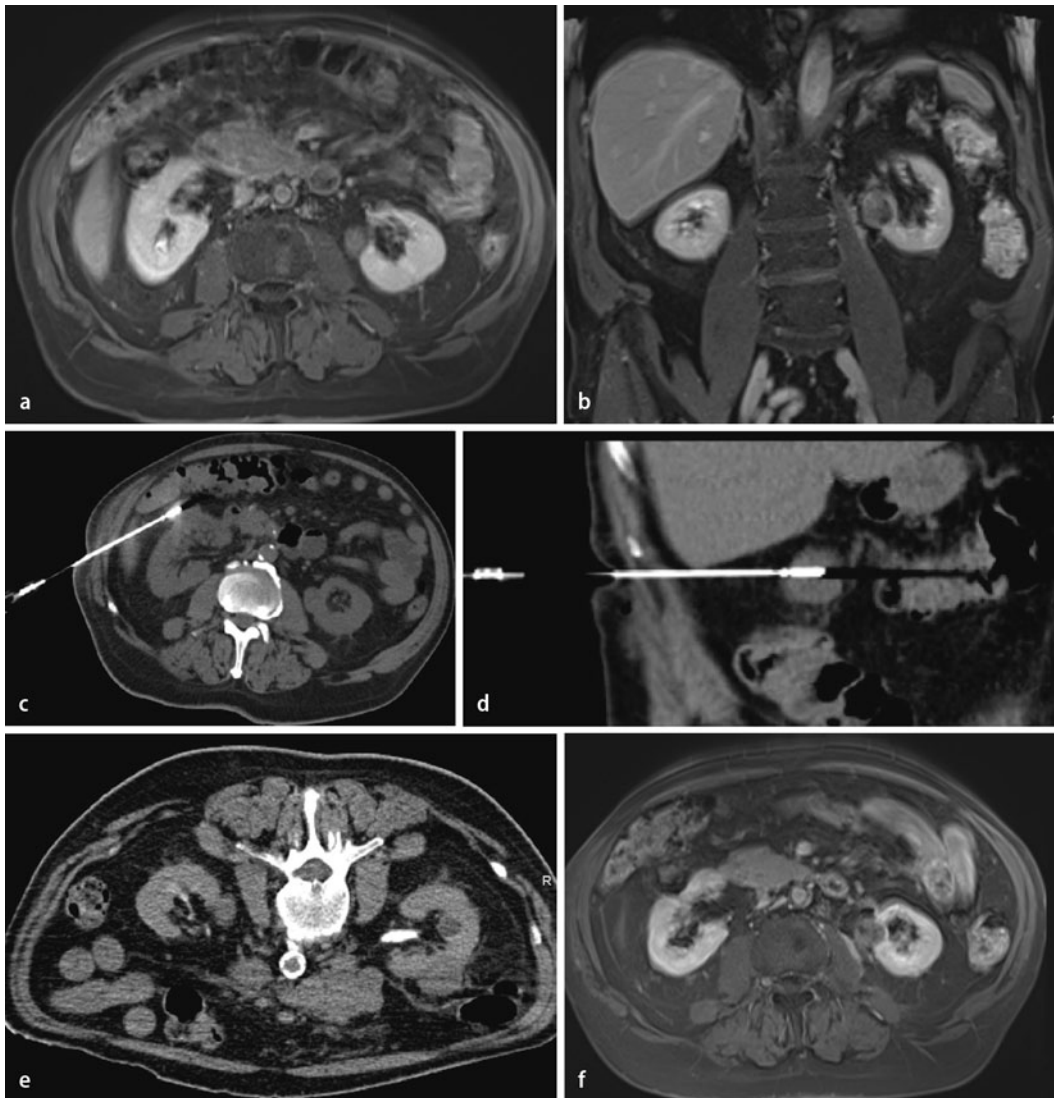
◀ 73-jähriger Patient mit Nierentumoren beidseits und Prostatakarzinom in der Vorgeschichte: Dynamische MRT zur Charakterisierung der Nierentumoren mit atypischem Aspekt des Tumors in der rechten Niere (a), typisches Karzinom links mit Gadolinium-Enhancement (koronares Bild, b). Es erfolgte eine Biopsie zur Sicherung des rechtsseitigen Befunds: tubulopapilläres NZK. c, d Behandlung mittels MWA des NCC rechts. 3D-Kontrolle der exakten Positionierung des Thermoapplikators (MW-Antenne, Angiodynamics, Latham, NY, USA) mittels multiplanarer CT-Bildgebung. e Monitoring und Kontrolle des Ablationsergebnisses in der Interventionssitzung mittels kontrastmittelunterstütztem multiplanarem CT. f Erfolgskontrolle mit dynamischer MRT mit komplett avialem Tumorgewebe beidseits
